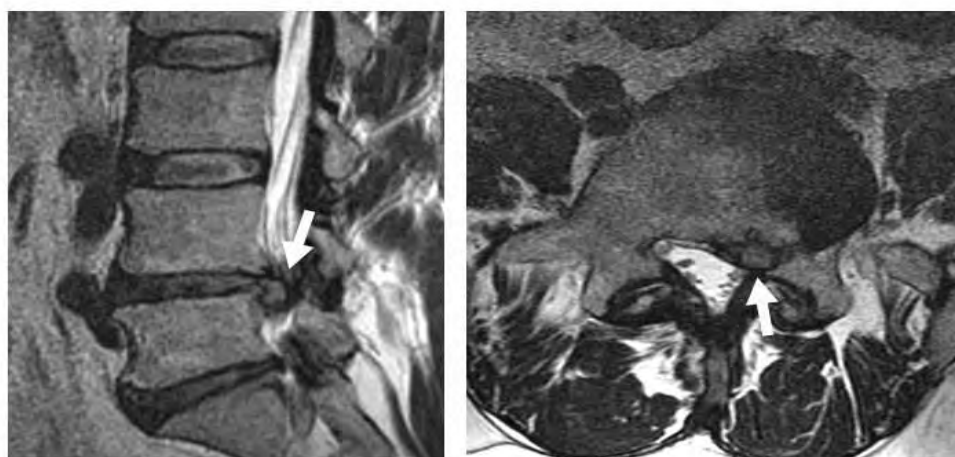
МРТ. Боковая грыжа диска L4-L5. На сагиттальных T2ВИ высота диска меньше, чем размер выпавшей части диска (стрелка). На аксиальных томограммах основание выпавшей части диска соизмеримо с глубиной выпячивания материала МПД (стрелка).
